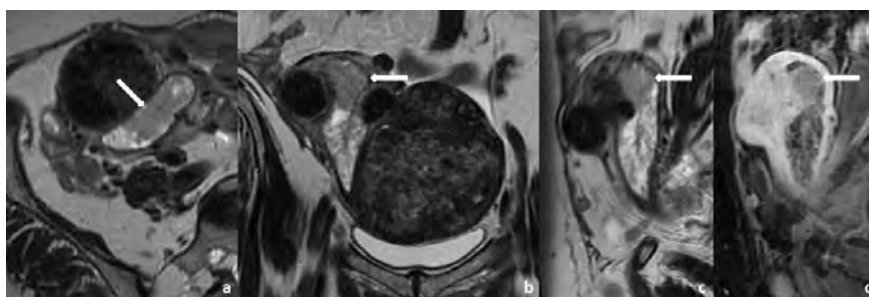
Mulher de 44 anos, com queixas de metrorragias. A RM pélvica para caracterização do endométrio em sequências ponderadas em T2 no plano axial (a), coronal (b) e sagital (c) e em sequência ponderada em T1 com saturação de gordura após injeção de gadolínio, em plano sagital (d) demonstrou útero com leiomiosas, com cavidade endometrial preenchida por pólipos, observando-se na sua vertente superior uma área suspeita de malignidade (seta), com sinal intermédio em T2 e hipocaptante após contraste. Após histerectomia, a análise histopatológica da peça operatória confirmou a presença de um pólipos e de um carcinoma do endométrio, estágio IA.
